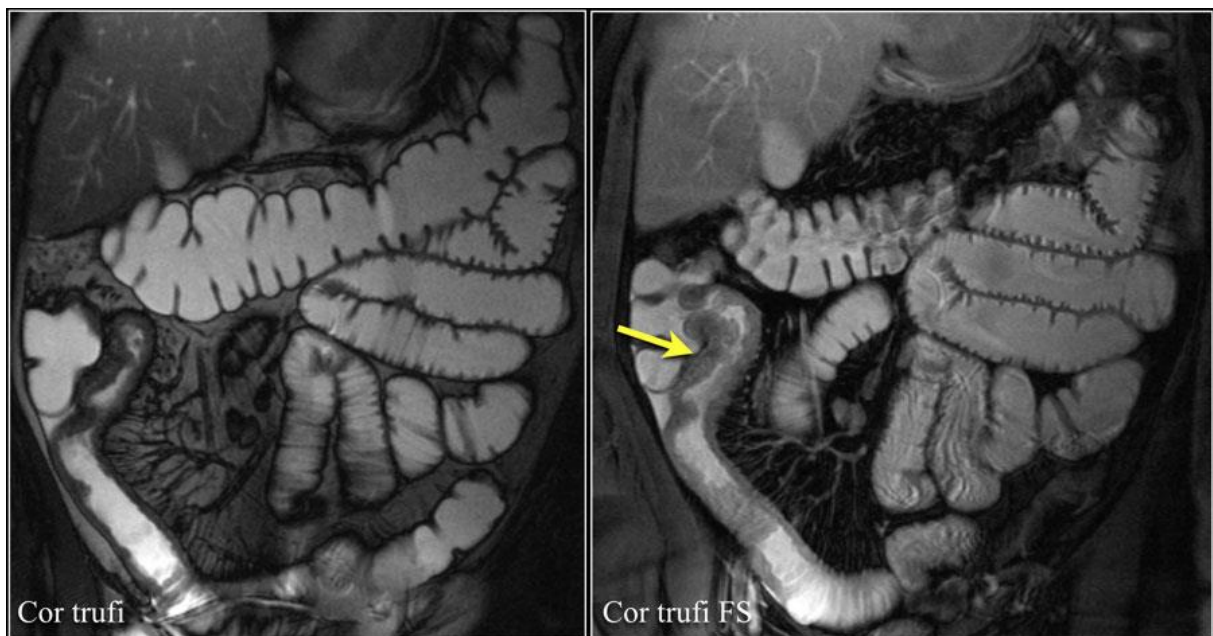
IRM abdominales réalisées à l'aide d'une antenne volumique. La flèche jaune indique la présence d'un segment sténosé liée à une MC dans l'iléon d'un patient. Images tirées de *Radiology Assistant section Abdomen*.
